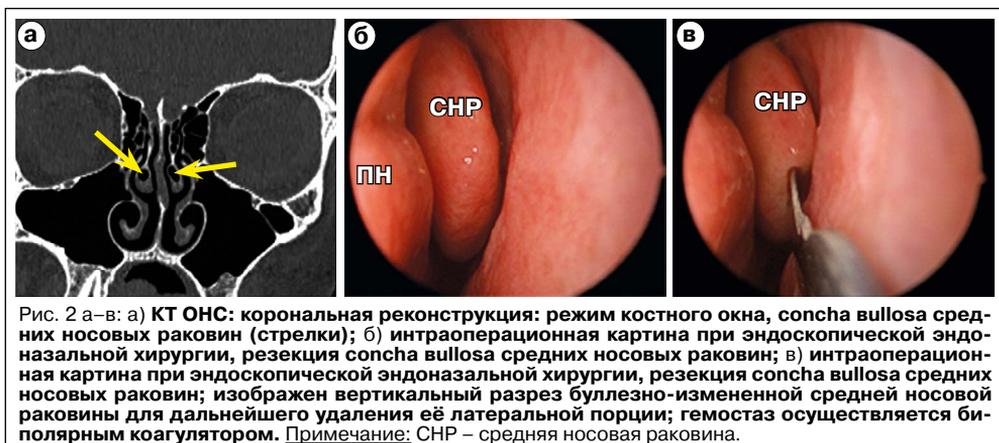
а–в: а) КТ ОНС: корональная реконструкция: режим костного окна, *concha bullosa* средних носовых раковин (стрелки); б) интраоперационная картина при эндоскопической эндоназальной хирургии, резекция *concha bullosa* средних носовых раковин; в) интраоперационная картина при эндоскопической эндоназальной хирургии, резекция *concha bullosa* средних носовых раковин; изображен вертикальный разрез буллезно-измененной средней носовой раковины для дальнейшего удаления её латеральной порции; гемостаз осуществляется биполярным коагулятором. Примечание: СНР – средняя носовая раковина.
